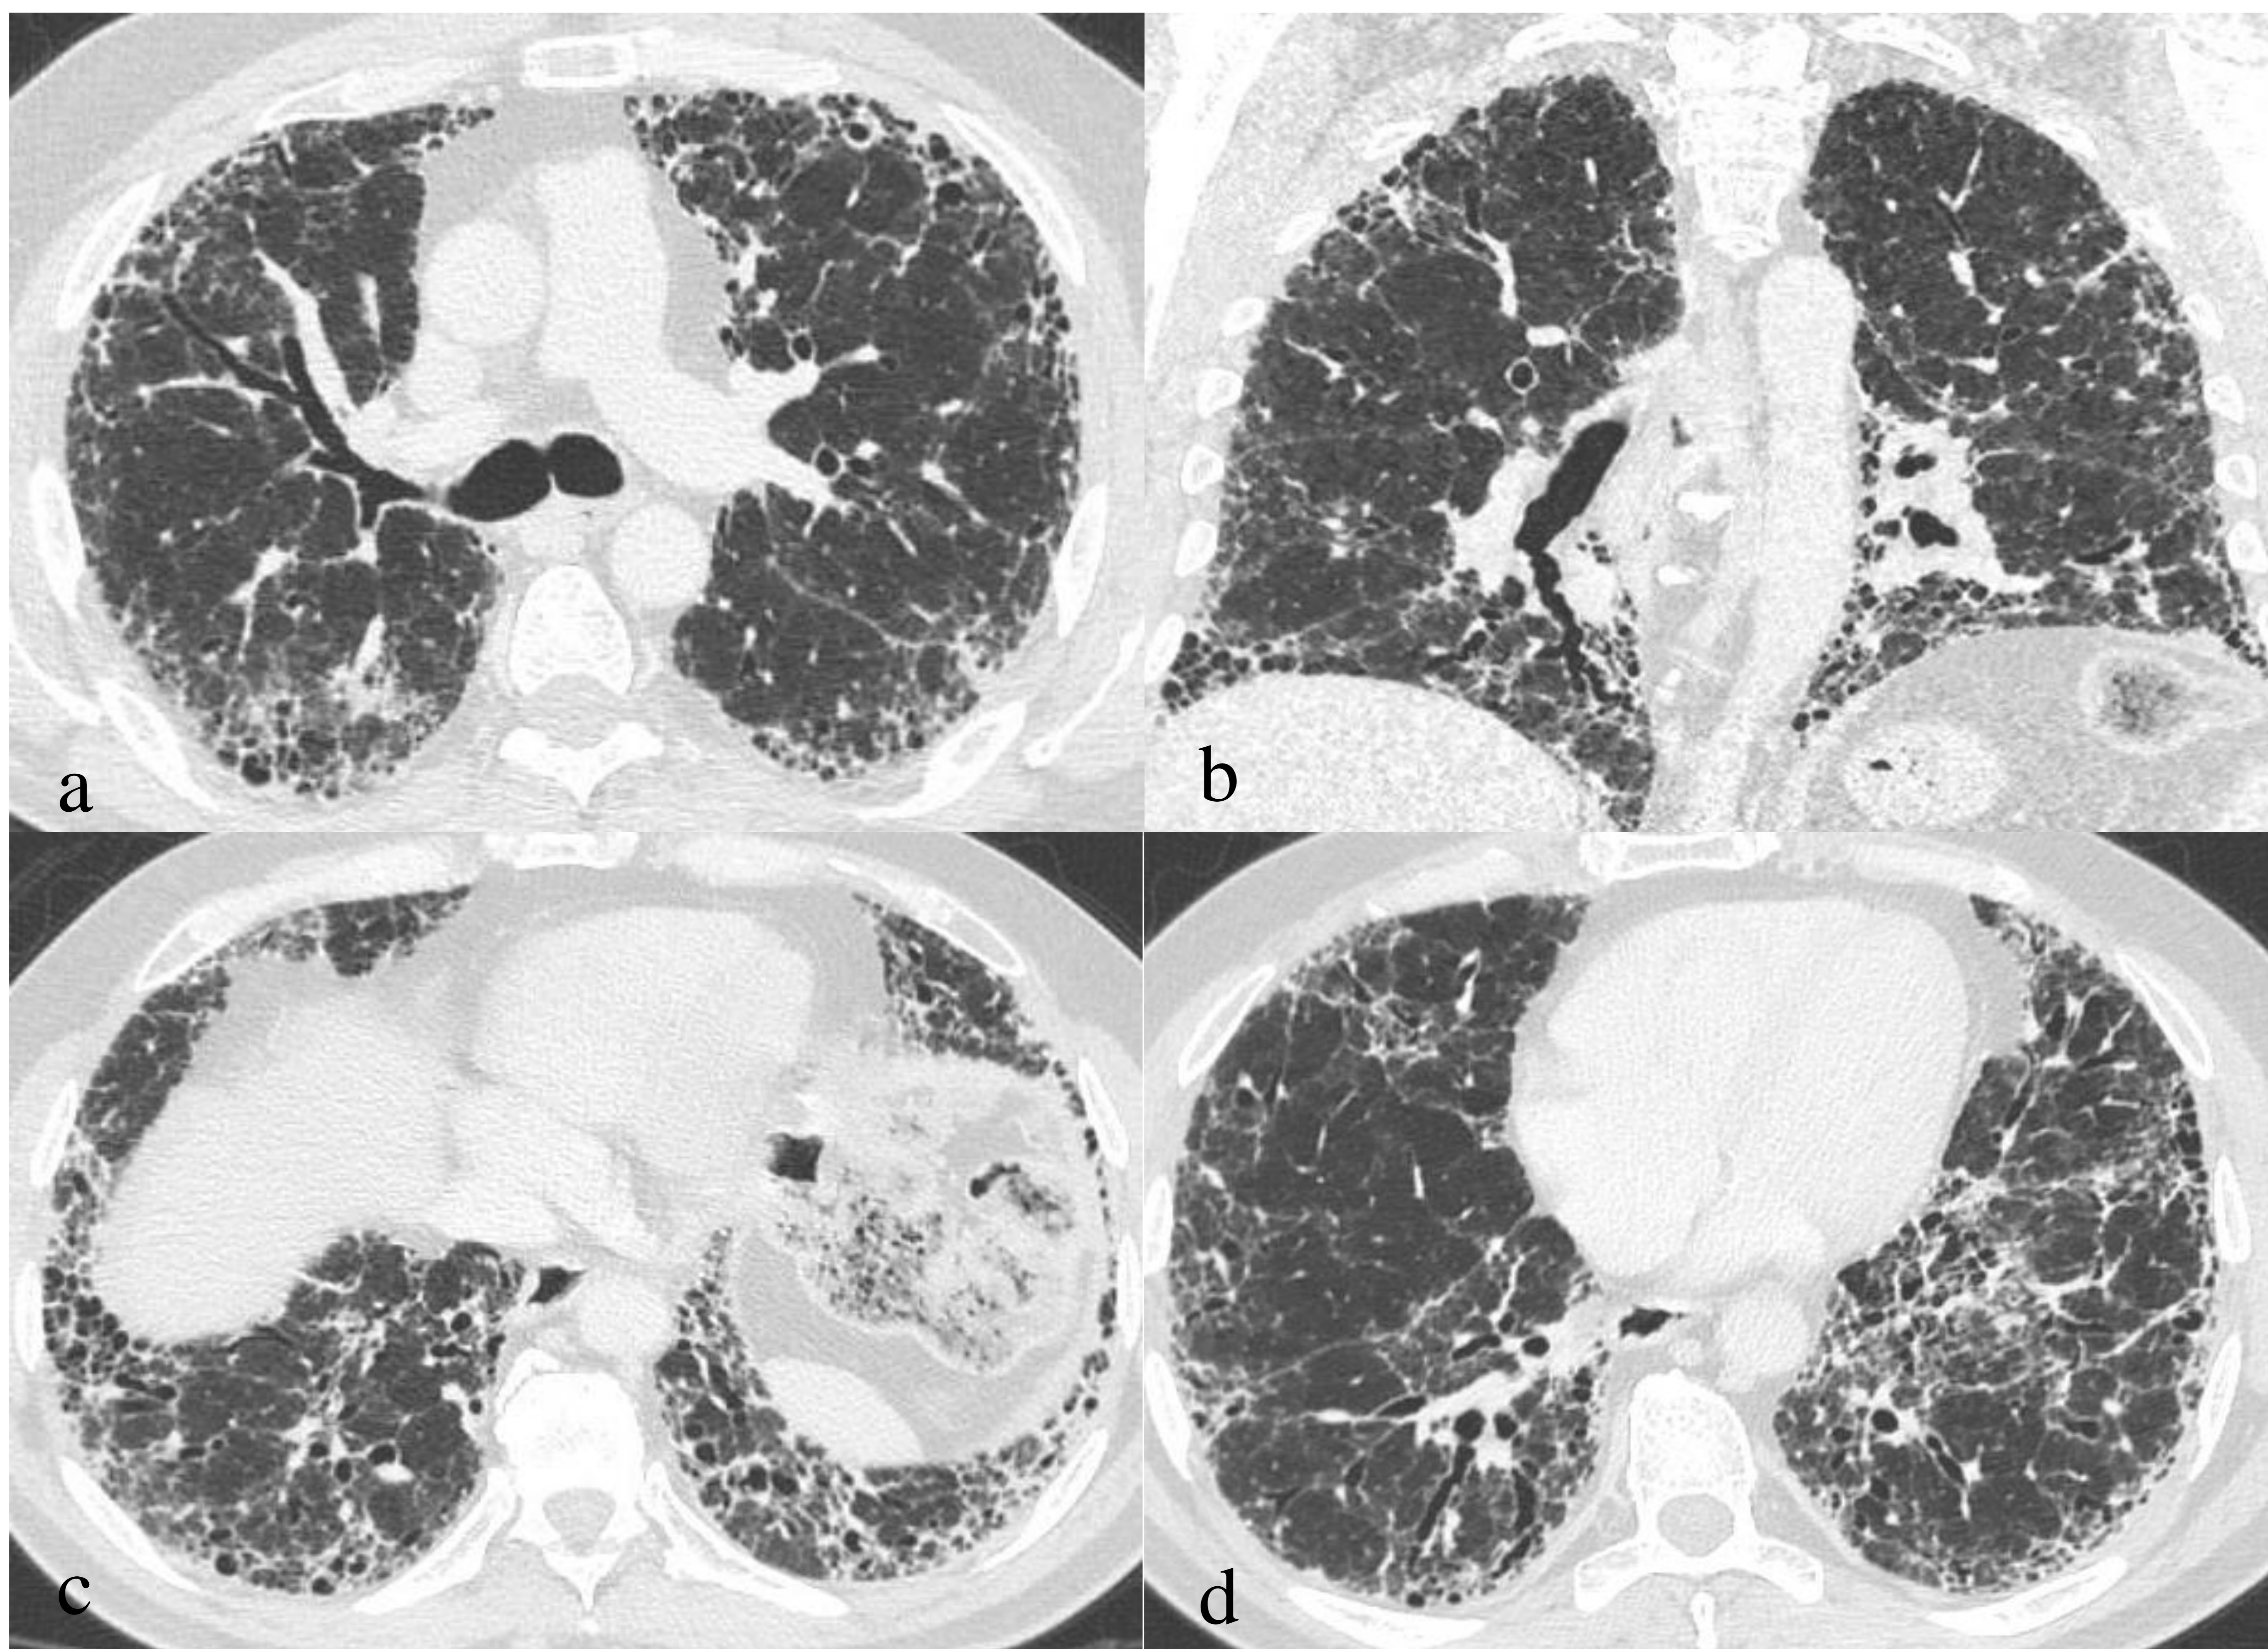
Varón de 57 años exfumador con fibrosis pulmonar idiopática. En cortes axiales y coronal de TC destaca una afectación intersticial bilateral, con reticulación subpleural y engrosamiento septal difuso, con áreas de panalización de predominio en región posterior de lóbulos inferiores y anterior de lóbulo medio y superiores, así como bronquiectasias en lóbulos inferiores, medio y llingula. Hallazgos compatibles con un patrón de probable NIU, estableciéndose fibrosis pulmonar idiopática como diagnóstico más probable.
